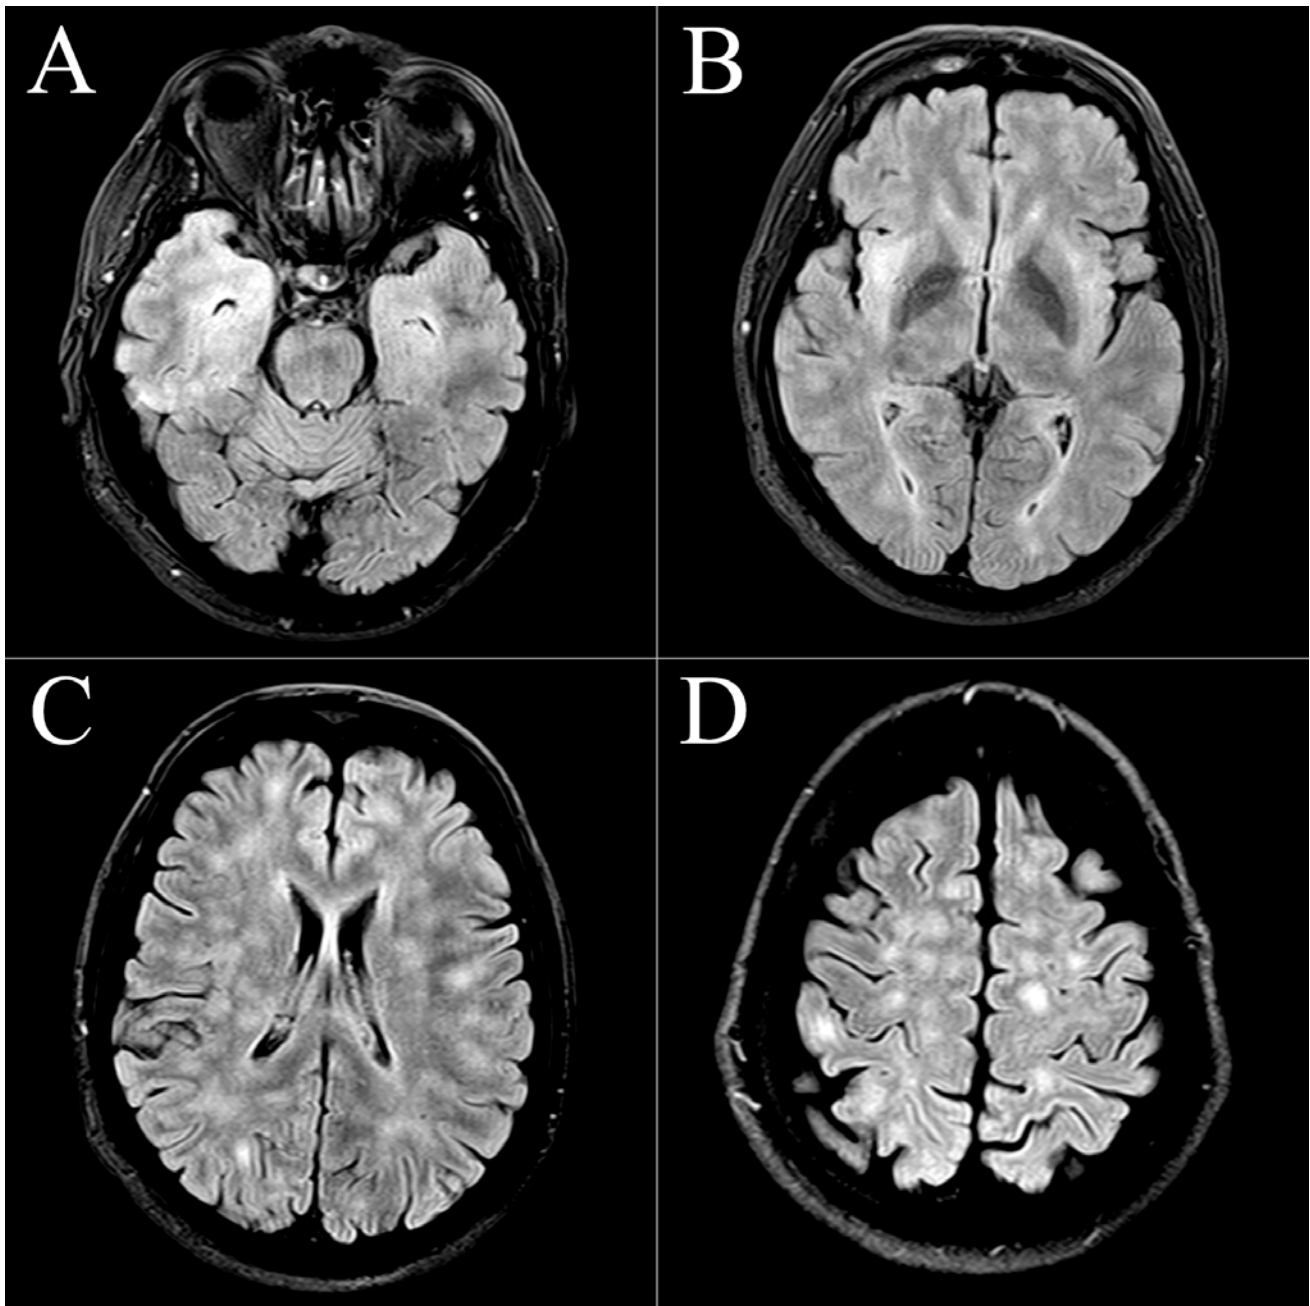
Initial MRI of the brain of a 56-year-old man with unknown encephalitis. Axial T2-weighted FLAIR shows diffused hyperintense areas in the anterior part of the right temporal lobe (A), increased pathological hyperintensity within both insulae, more prominent on the right side (B), bilateral, globular, hyperintense lesions in periventricular white matter (C) and lesions of the same morphology in the semioval region (D). There was no visible enhancement of the lesions
